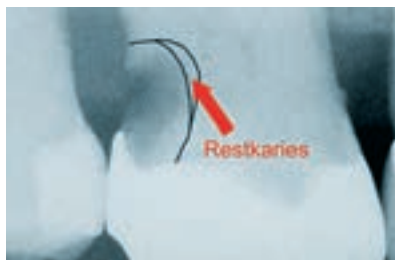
Caries extension on tooth 16 (radiographic image in detail); caries extends subgingivally, and also very close to the dental pulp. An opening of the pulp chamber should be avoided since the tooth showed no pathological symptoms. In case caries excavation would come close to the pulp it was planned to leave infected dentin if clinically possible [10, 17].
